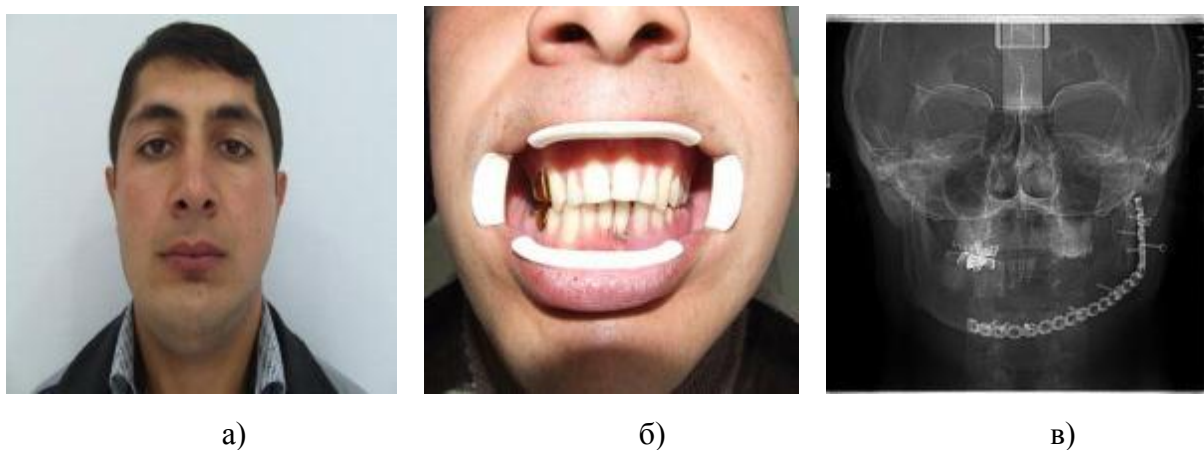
Послеоперационные данные: а) восстановление симметрии лица; б) восстановление окклюзии; в) послеоперационная рентгенограмма указывает на правильность установление реконструктивной пластины.
